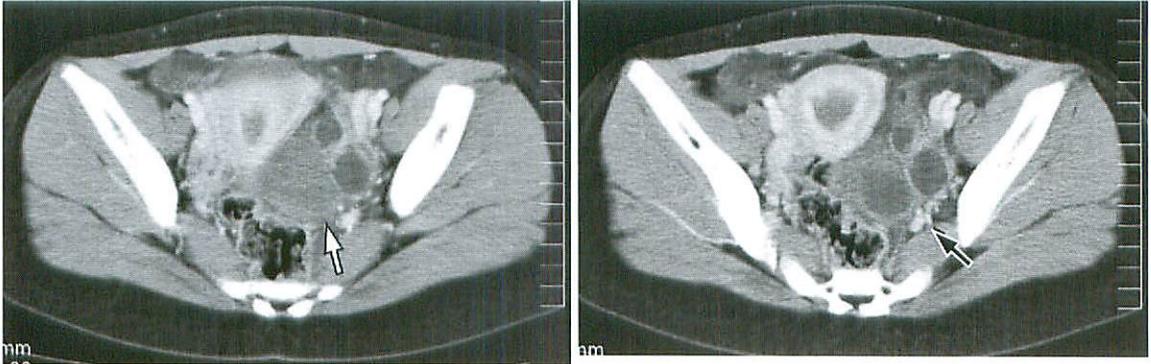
Pelvic images of abdominal CT
